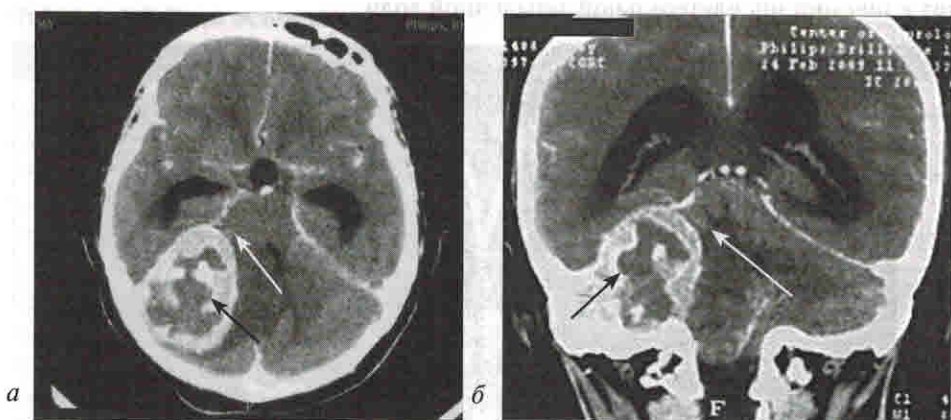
КТ аксиальное сканирование, менигиома пирамиды височной кости справа (черные стрелки на *a* и *b*), верхнее транстенториальное вклинение (белые стрелки на *a* и *b*); фронтальное сканирование (*b*)
